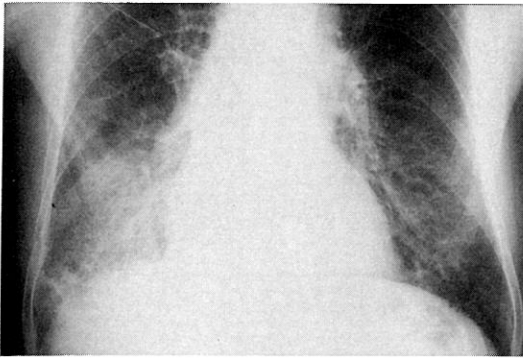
Chest radiograph of a patient with bronchioloalveolar carcinoma shows finding of localized consolidation on the right lower lung field.
